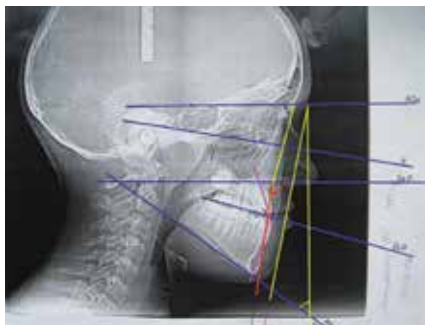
Фото телерентгенограммы пациентки К-к Е., 20 лет с верхнечелюстной микрогнатией (недоразвитием тела верхней челюсти на 5 мм)
